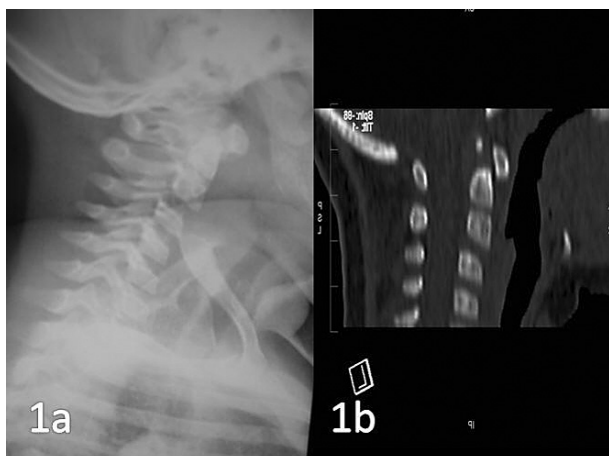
1a) Radiografía lateral de una paciente de 14 meses en la que se aprecia un aparente desplazamiento anterior de C2 sobre C3. 1b) Reconstrucción sagital de la tomografía computarizada en la que no se observa compromiso de canal.
